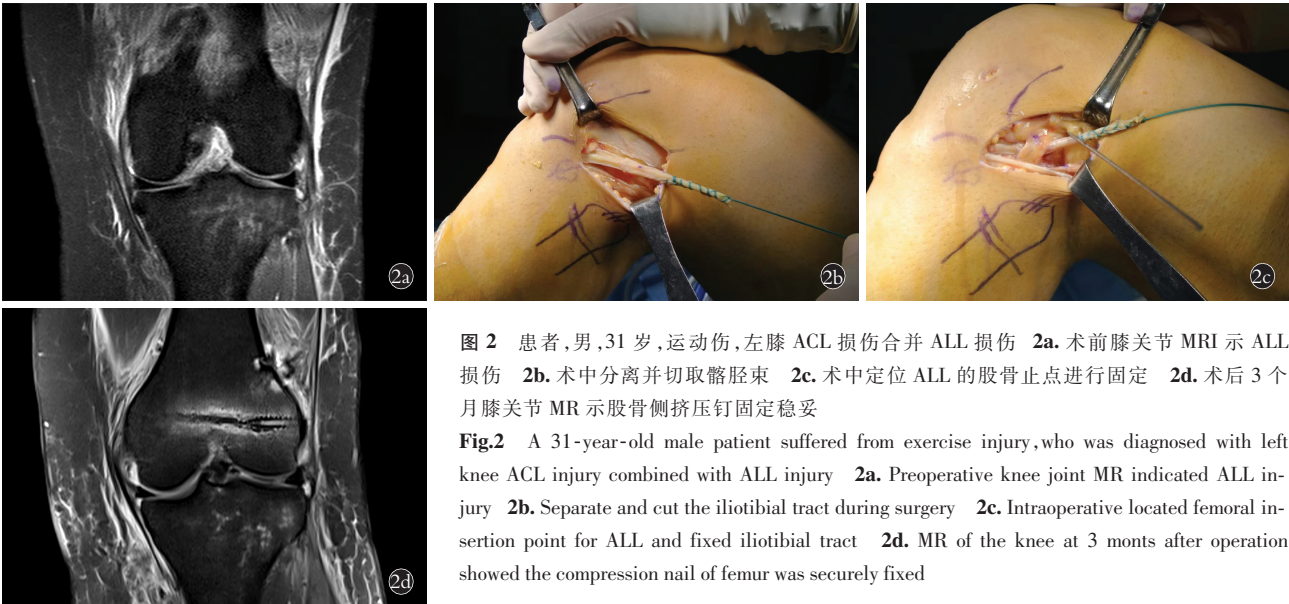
患者,男,31 岁,运动伤,左膝 ACL 损伤合并 ALL 损伤 2a. 术前膝关节 MRI 示 ALL 损伤 2b. 术中分离并切取髂胫束 2c. 术中定位 ALL 的股骨止点进行固定 2d. 术后 3 个月膝关节 MR 示股骨侧挤压钉固定稳妥
